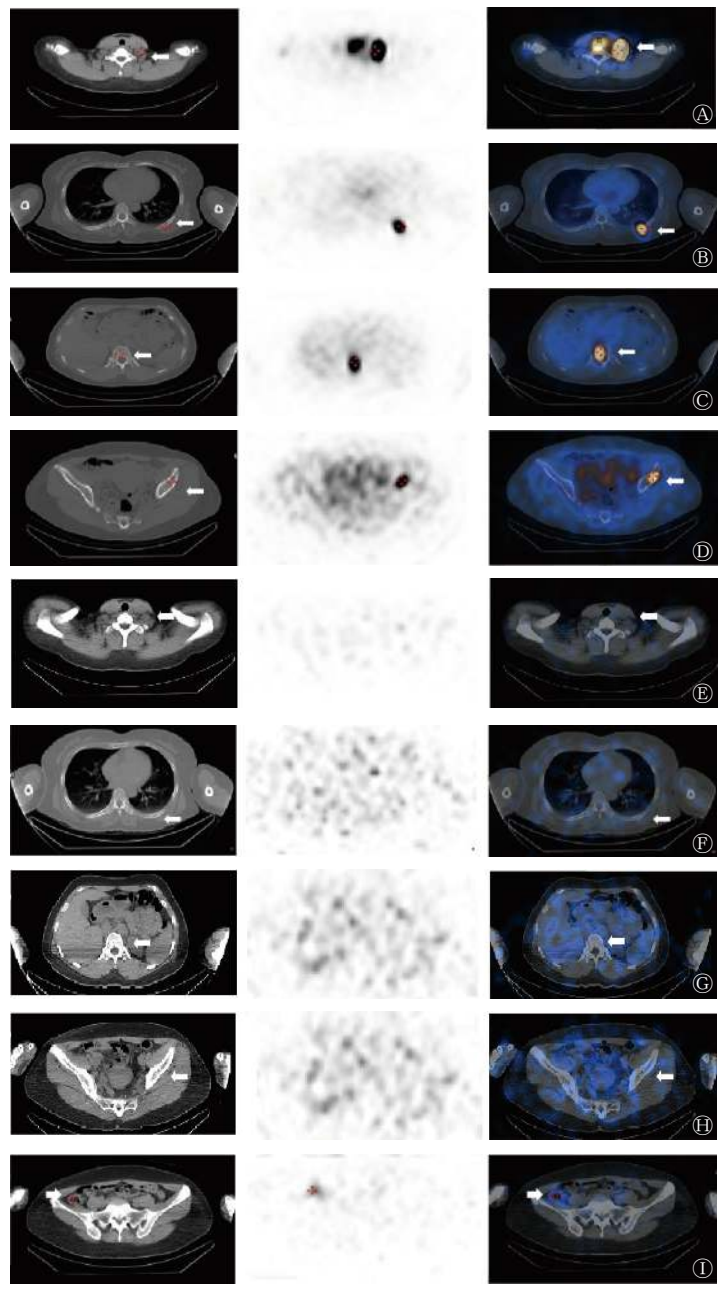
分化型甲状腺癌切除术后多发骨转移患者(女性, 46岁)2次¹³¹I治疗后的SPECT/CT显像图 A~I从左到右依次为CT、SPECT及SPECT/CT融合图; A为患者第1次¹³¹I治疗后的甲状腺横断面图, 显示颈部甲状腺残余灶放射性高度浓聚及左侧颈部淋巴结摄碘灶(箭头所示); B为患者第1次¹³¹I治疗后的肋骨横断面图, 显示左侧第7后肋摄碘灶(箭头所示); C为患者第1次¹³¹I治疗后的椎体横断面图, 显示胸椎摄碘灶(箭头所示); D为患者第1次¹³¹I治疗后的髌骨横断面图, 显示左侧髌骨摄碘灶(箭头所示); E为患者第2次¹³¹I治疗后的甲状腺横断面图, 显示颈部未见明显异常摄碘(箭头所示); F为患者第2次¹³¹I治疗后的肋骨横断面图, 显示原左侧第7后肋未见明显异常摄碘(箭头所示); G为患者第2次¹³¹I治疗后的椎体横断面图, 显示原胸椎未见明显异常摄碘(箭头所示); H为患者第2次¹³¹I治疗后的髌骨横断面图, 显示原左侧髌骨未见明显异常摄碘(箭头所示); I为患者第2次¹³¹I治疗后的肠道横断面图, 显示肠道的生理性摄取(箭头所示)。SPECT为单光子发射计算机断层摄影术; CT为计算机断层摄影术
